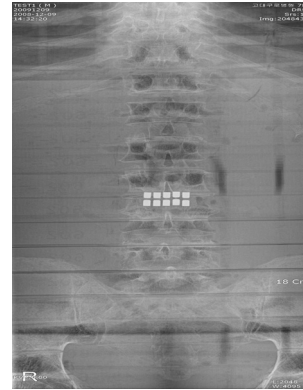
Radiographic image of lumbar spine AP projection
